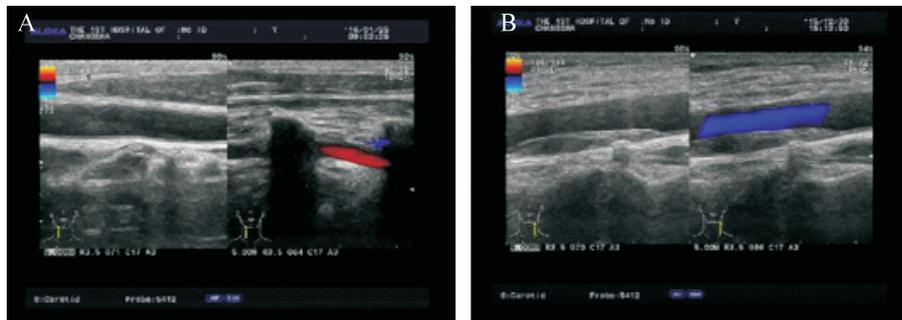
彩色多普勒超声对新发 T2DM 患者进行颈动脉扫描 A: 彩色多普勒超声对新发单纯 T2DM 组患者颈动脉进行扫描; B: 彩色多普勒超声对新发 T2DM 并 MS 组患者颈动脉进行扫描
